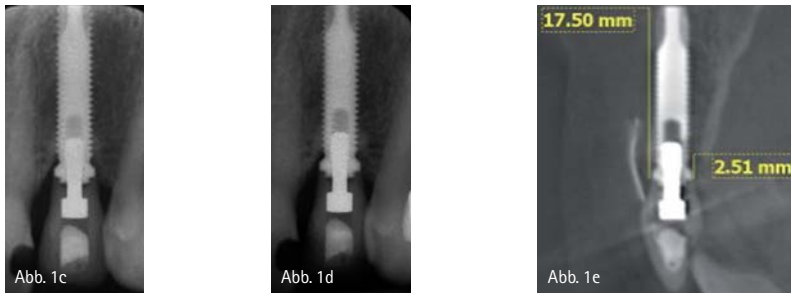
Implantat Regio 22: Das periimplantäre Weichgewebe ist blassrosa und zeigt eine physiologische Stippelung. – Abb. 1b: Implantat Regio 22: Sieben Jahre nach prothetischer Versorgung zeigt sich vestibulär eine leichte gingivale Rezession mit lokalisiert ödematöser Mukosa und Verlust der Stippelung. – Abb. 1c: Röntgenologisches Knochenniveau am Implantat Regio 22 liegt mesial im Bereich des ersten Gewindegangs. – Abb. 1d: Einzelzahrfilm Regio 22: Sieben Jahre nach prothetischer Versorgung scheint das periimplantäre Knochenniveau mesial und distal stabil zu sein. – Abb. 1e: Röntgenologisches Knochenniveau vestibulär und oral von Implantat Regio 22: Das DVT demaskiert den Abbau der vestibulären Knochenlamelle (vestibulär aufgelegte Zinnfolie zwecks Beurteilung der Weichgewebstdicke).
